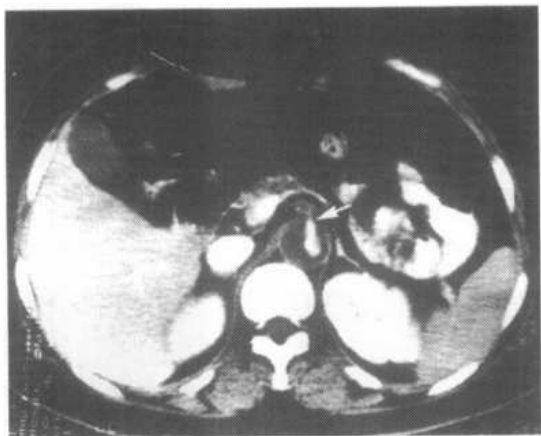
b 主动脉夹层 DeBakey III 型，CT 增强扫描图像
